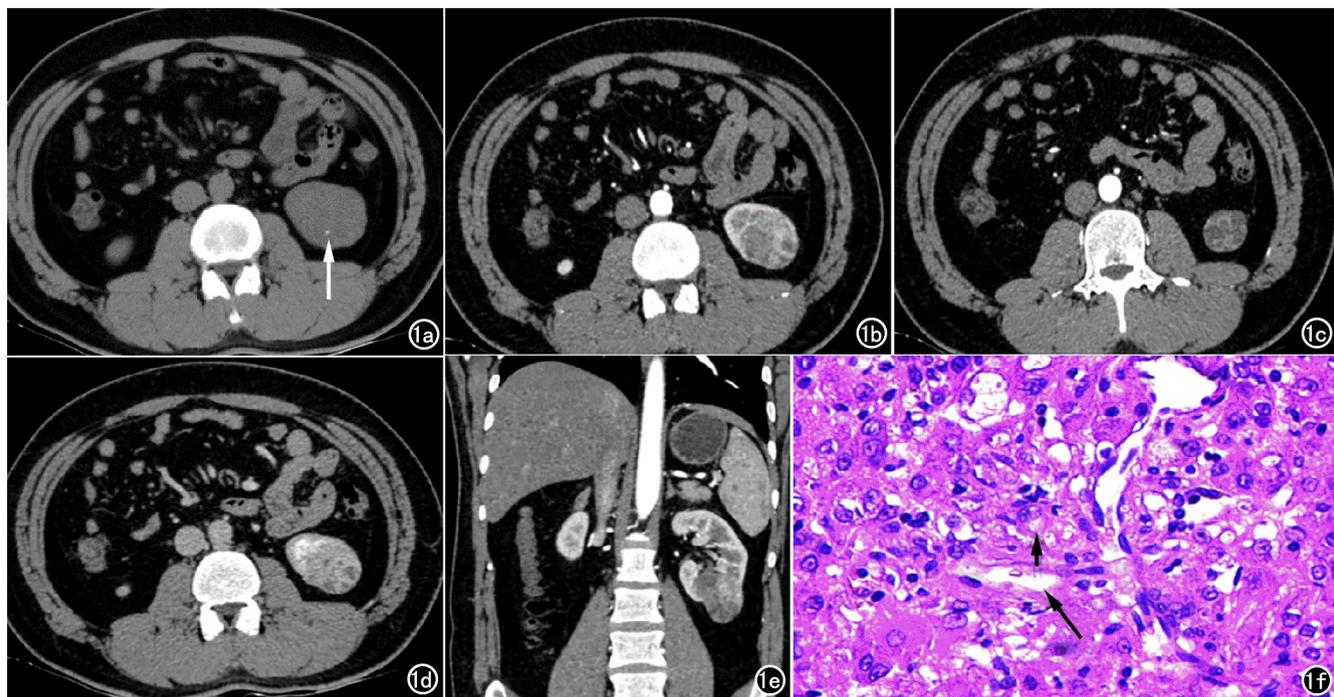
SDHB 缺陷型肾癌。a) CT 平扫示左肾下极占位性病变, 密度混杂, 见斑点样钙化(箭); b) 动脉期示病灶强化不均; c) 动脉期见局灶性多囊样改变; d) 静脉期持续强化; e) 冠状面示部分位于肾实质; f) 肿瘤由均匀的肿瘤细胞组成, 含有细胞质空泡(长箭)及絮状包涵体(短箭, $\times 400$, HE)。
